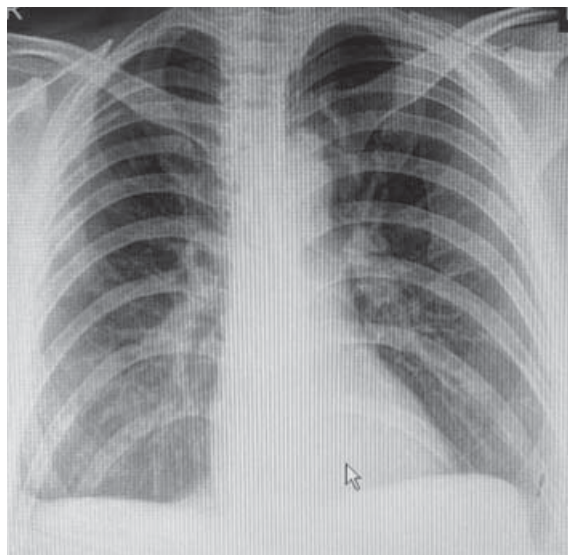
Рентгенографія ОГП від 13.06.21
